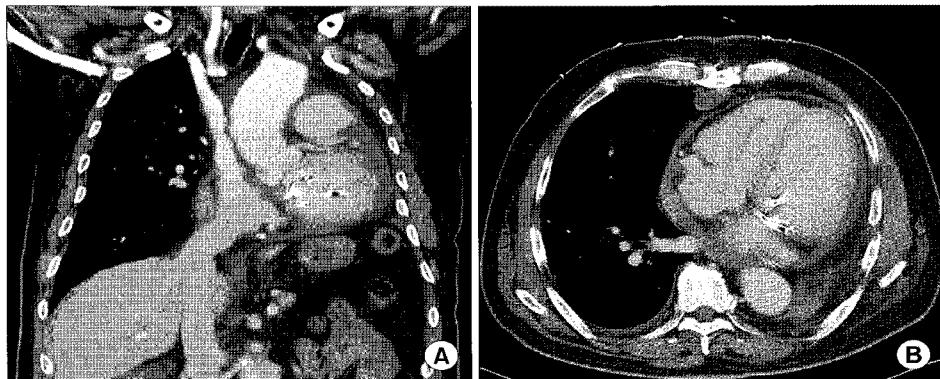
The post-operative computerized tomography scan. (A) A coronal-sectional image shows a shift of heart chamber to the left side. (B) A cross-sectional image shows a posterior displacement of base of heart and counterclockwise rotation of apex of heart. These structural distortion make the plane of the mitral valve parallel to the surgeon's line of vision and make the exposure of the mitral valve difficult during the operation.
